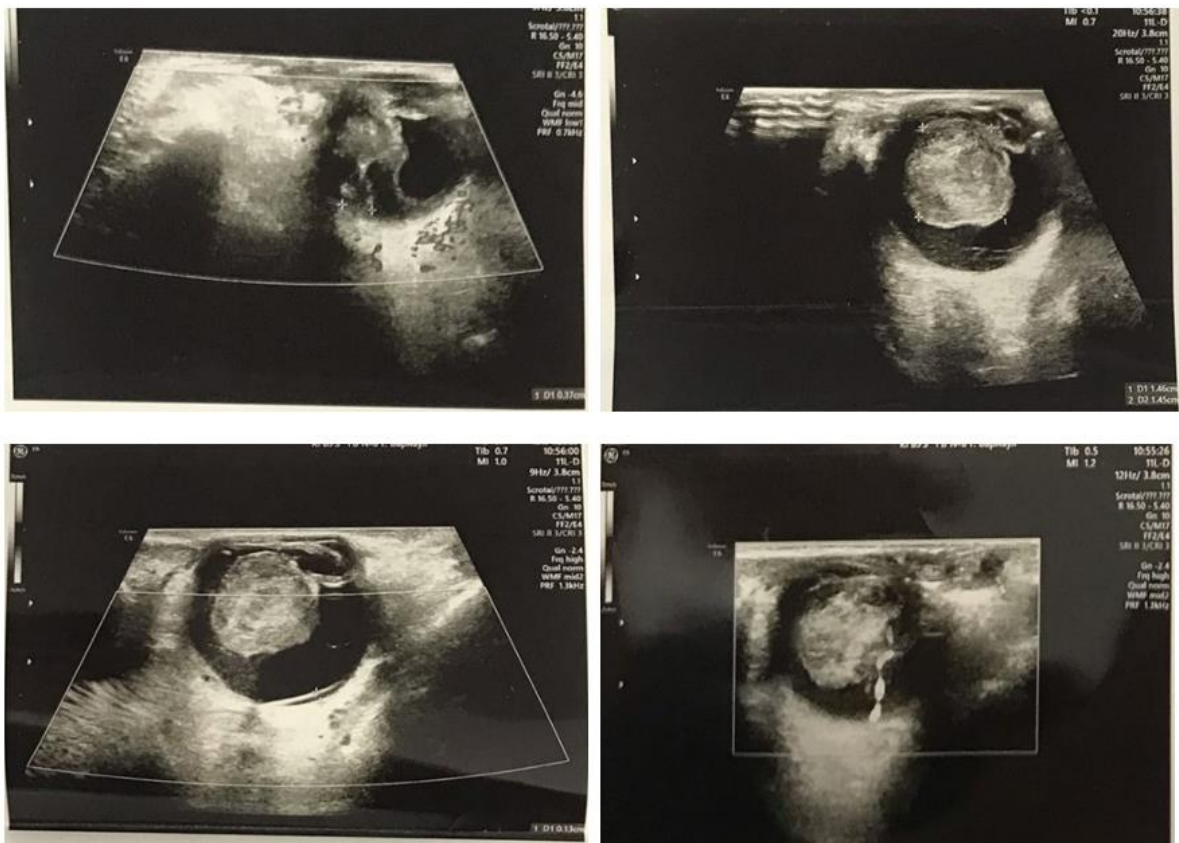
УЗИ правого глазного яблока
